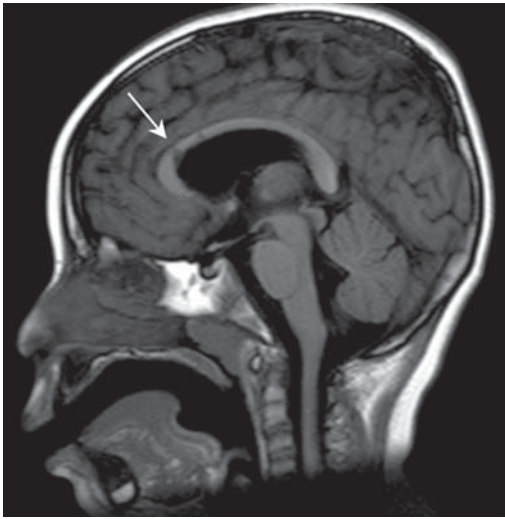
Resonancia magnética, corte sagital de línea media que muestra lesiones isquémicas en cuerpo calloso (flecha).
